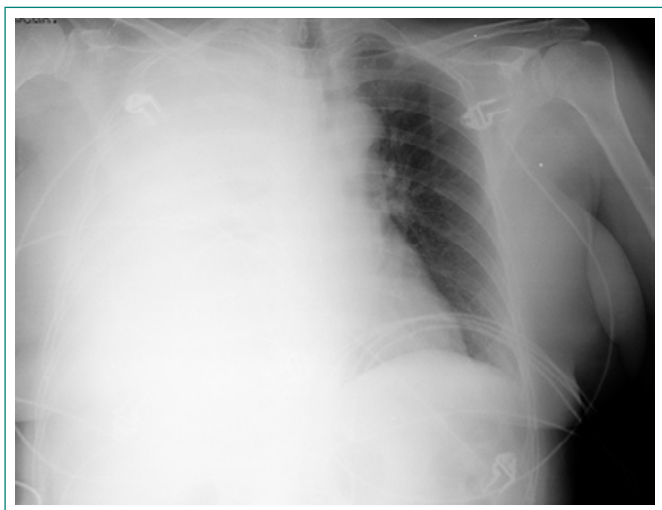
Radiografía de tórax con hemotórax masivo derecho
